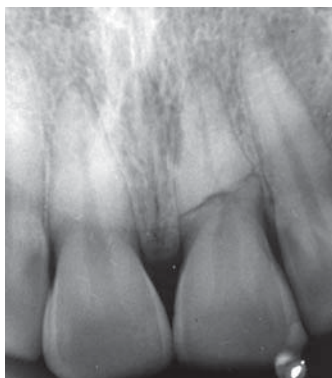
На рентгенограмме обнаружена линия перелома, располагающаяся в средней трети корня зуба 21
